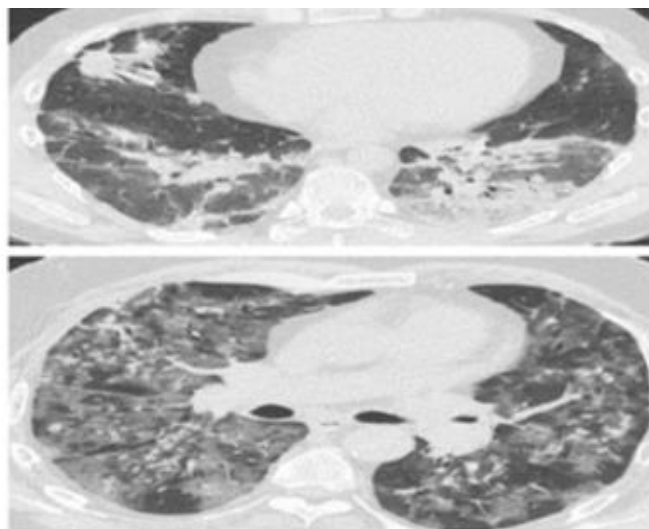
1 Tomografía Axial Computarizada. Paciente N/N.
